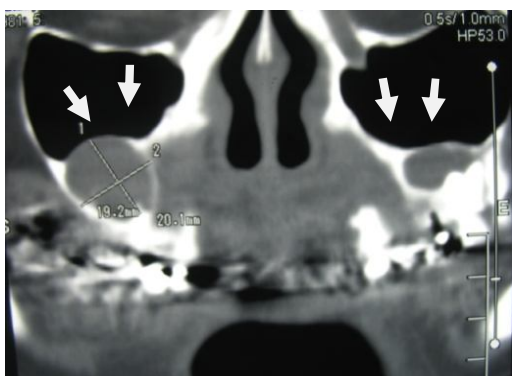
Пациентка С, 50 лет. Диагноз радикулярные кисты верхней челюсти. Реформат костей лицевого черепа МСКТ в развернутой проекции до лечения
